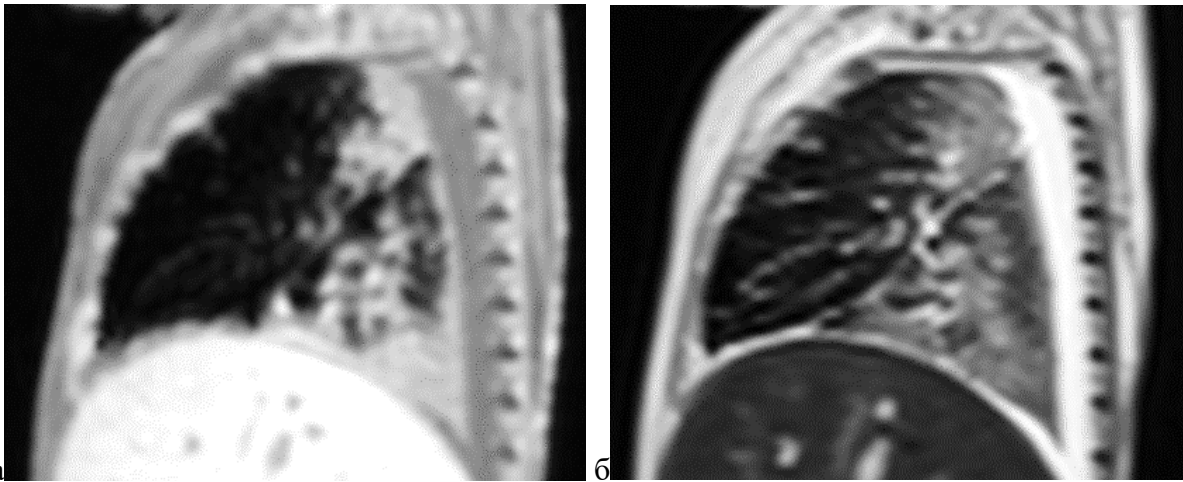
Посмертное МРТ-исследование тела новорожденного, МР-томограммы лёгких, сагиттальная проекция. Четкая линия градиента интенсивности МР-сигнала вентральной и дорзальной областей лёгкого, давность смерти 25 часов 35 минут: а – Т1-ВИ; б – Т2-ВИ
